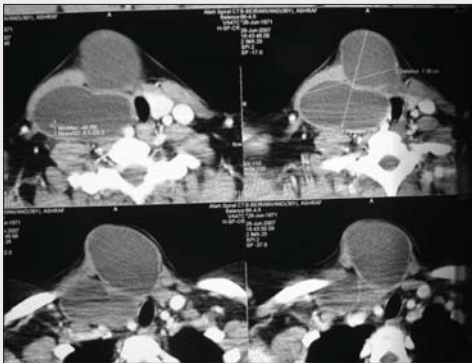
Компьютерная томограмма шеи. Определяется однокамерная киста щитовидной железы с четкой визуализацией стенки
